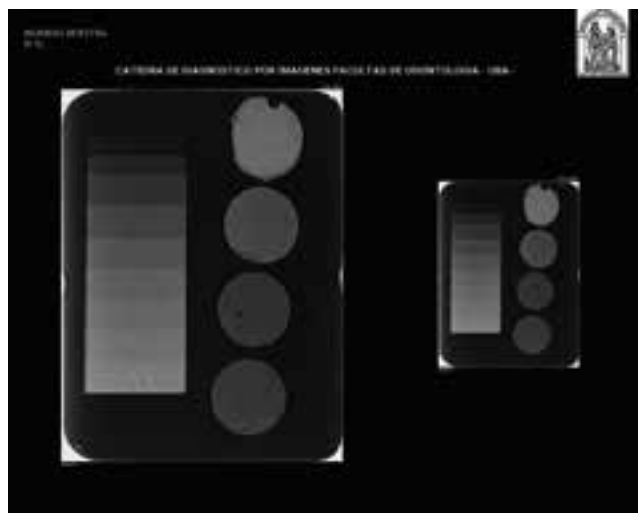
Radiografía digital de los materiales con la cuña de aluminio graduada
